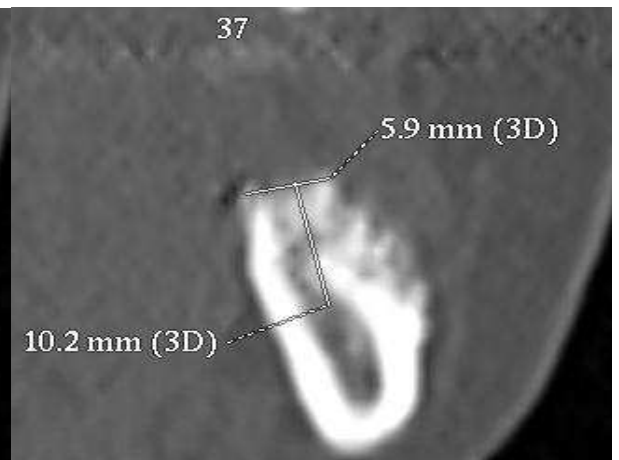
компьютерная томограмма после реконструкции альвеолярного гребня в области отсутствующего 37
